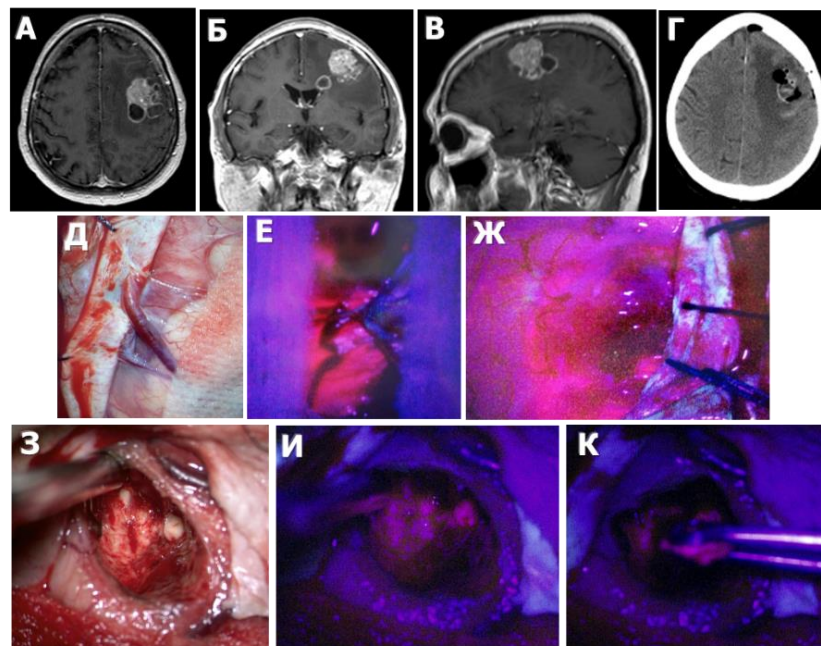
Ж., 62 лет, клиническое наблюдение 33. Использование метаболической навигации у пациентки с ярко флуоресцирующим метастазом рака молочной железы в левой лобной доле. А: МРТ головного мозга до операции с контрастированием в T1 режиме, аксиальный срез, Б - МРТ головного мозга до операции с контрастированием в T1 режиме, коронарный срез, В - МРТ головного мозга до операции с контрастированием в T1 режиме, сагиттальный срез, Г – СКТ головного мозга после операции, аксиальный срез, Д – интраоперационная фотография с микроскопа в белом свете после вскрытия твердой мозговой оболочки: опухоль прорастает кору мозга, Е - интраоперационная фотография с микроскопа во флуоресцентном режиме после вскрытия твердой мозговой оболочки: опухоль прорастает кору мозга, яркое свечение (Ж); З – вид послеоперационной полости в белом свете после удаления узла: визуально отмечается белое вещество лобной доли, И - вид послеоперационной полости в белом свете после удаления узла, отмечается розовая умеренно выраженная остаточная флуоресценция, К – взятие дополнительной биопсии из зоны свечения в ложе удаленной опухоли.
